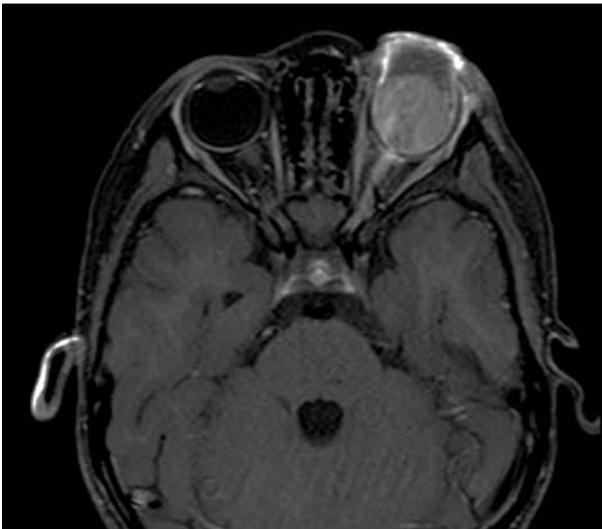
A) RMN T1 en paciente de 3 años de edad con diagnóstico de retinoblastoma extraocular. B) Imagen exterior del paciente.
